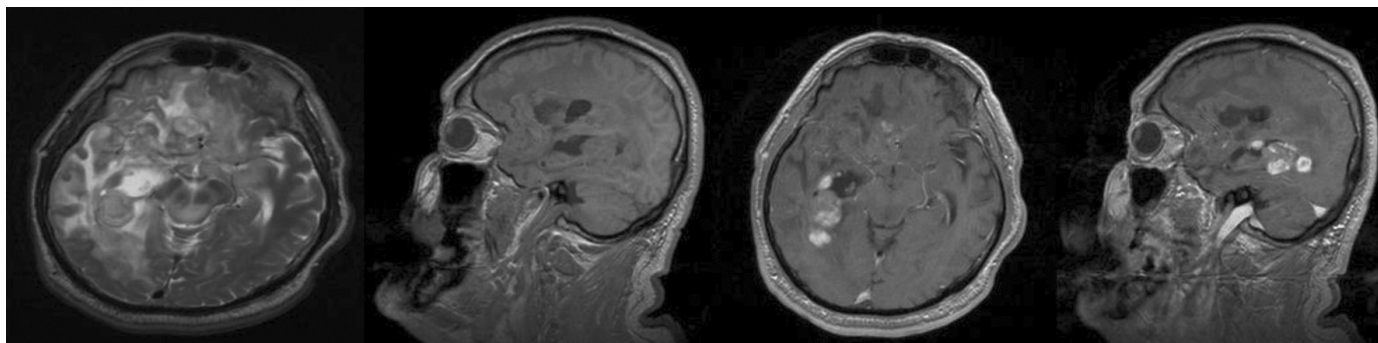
Кистозный метастаз головного мозга. МРТ без контрастирования и с контрастированием.
